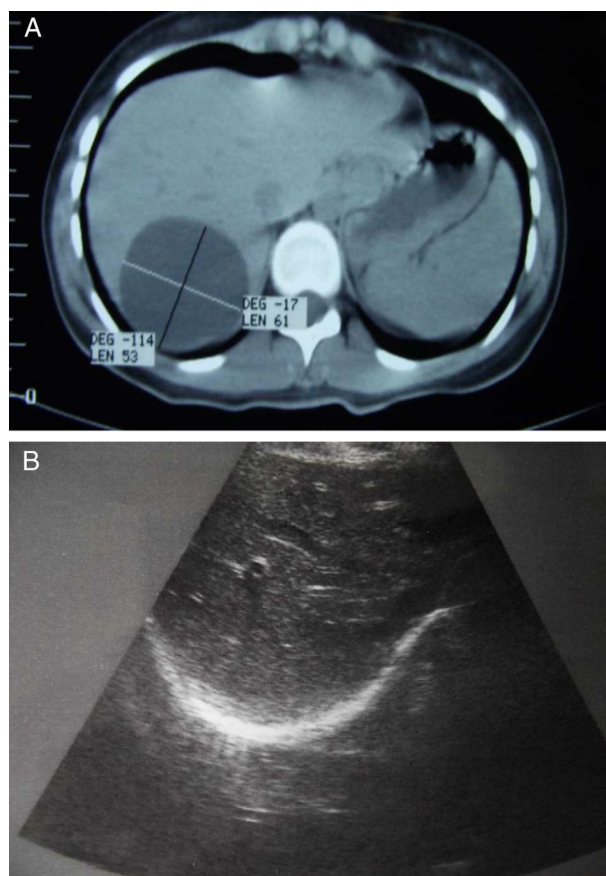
A) Ausencia de tabicaciones en el interior del quiste de aspecto simple biliar. B) El control ultrasonográfico postoperatorio muestra la ausencia de quistes.
